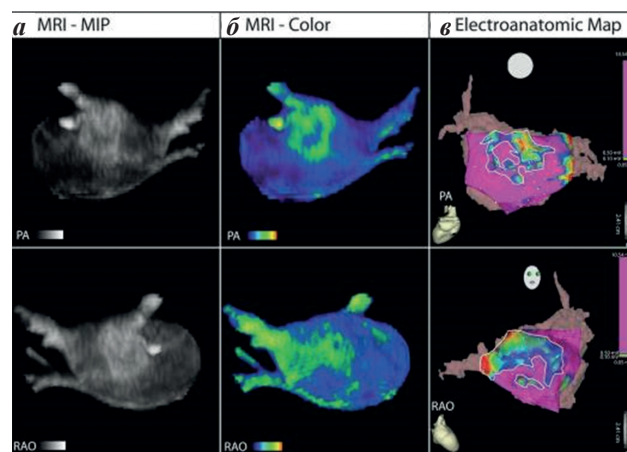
Взаимосвязь между данными магнитно-резонансной томографией и электроанатомического картирования левого предсердия в задней (РА) и правой передней косой (RAO) проекциях. Сегментированная МРТ (а) выявляет отдельные участки усиления в задней стенке ЛП и межпредсердной перегородке. Цветная 3D-модель (б) ЛП позволяет более четко выделить зоны усиления контрастирования. Низковольтажные зоны (ограничены белыми линиями), обнаруженные в процессе электроанатомического картирования (в), в области задней стенки ЛП и перегородки, коррелируют с областями усиления контраста, обнаруженными при проведении МРТ. Адаптировано из Oakes R.S. и соавт. [23].
